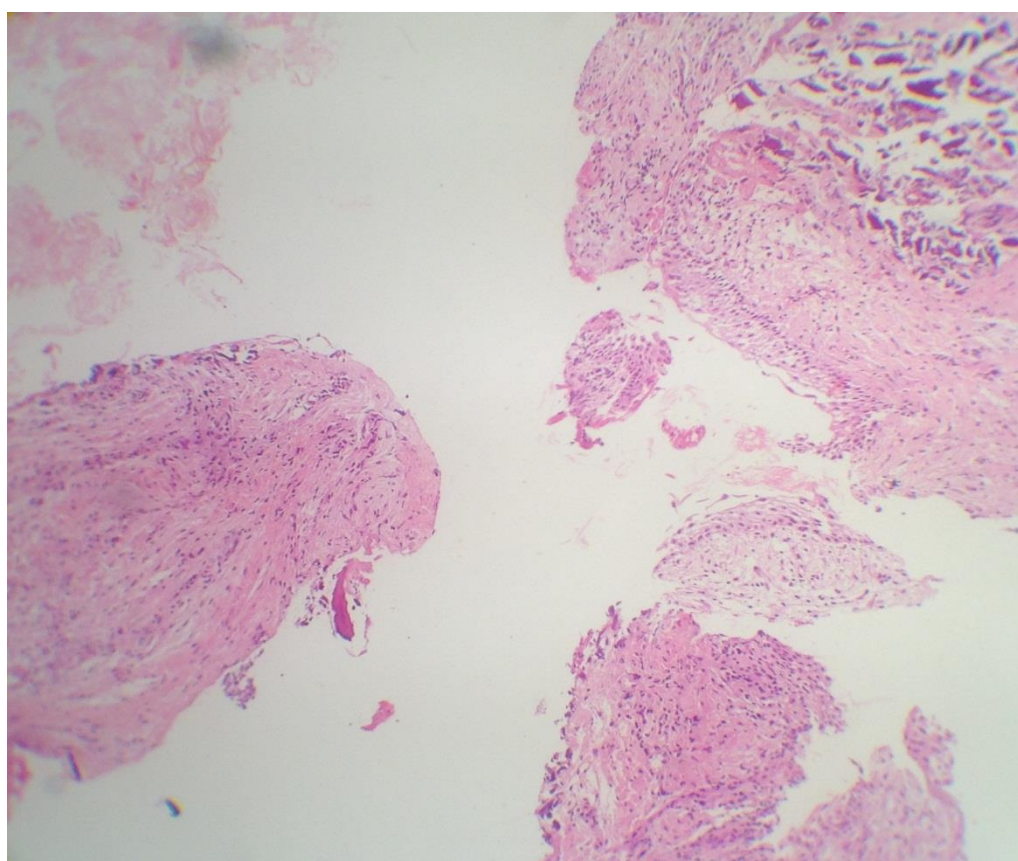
Exame histopatológico, confirmando a hipótese de cisto periapical inflamatório.
